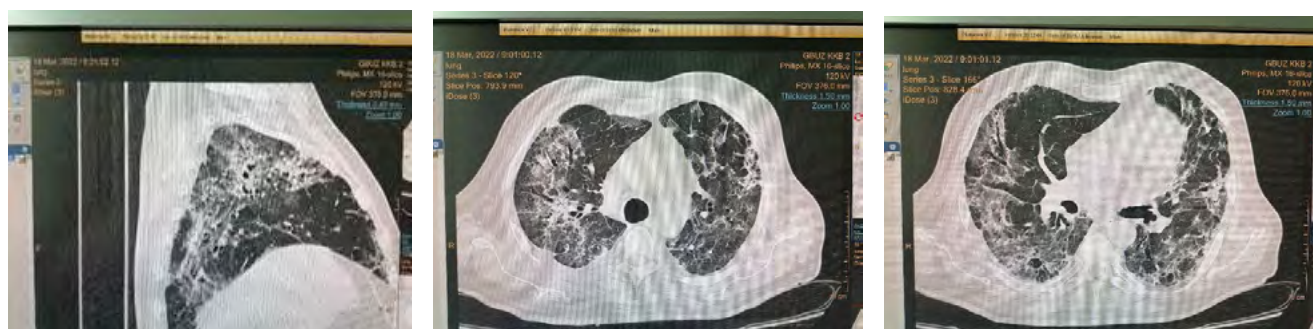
а,б,в. КТ-3, период обратного развития с формированием интерстициального пневмофиброза.
